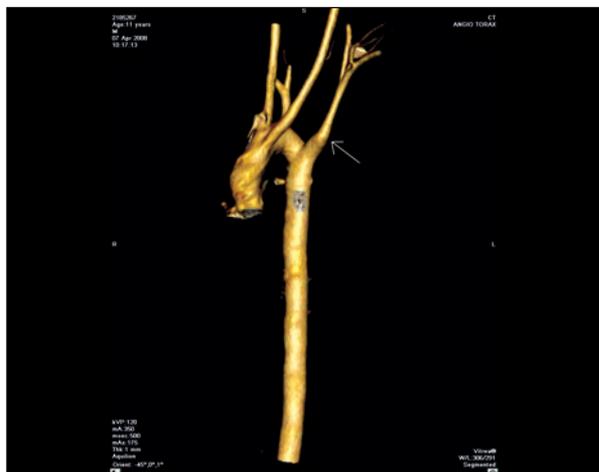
Angiotomografia do coração demonstrando área aneurismática correspondente ao divertículo de Kommerell.
